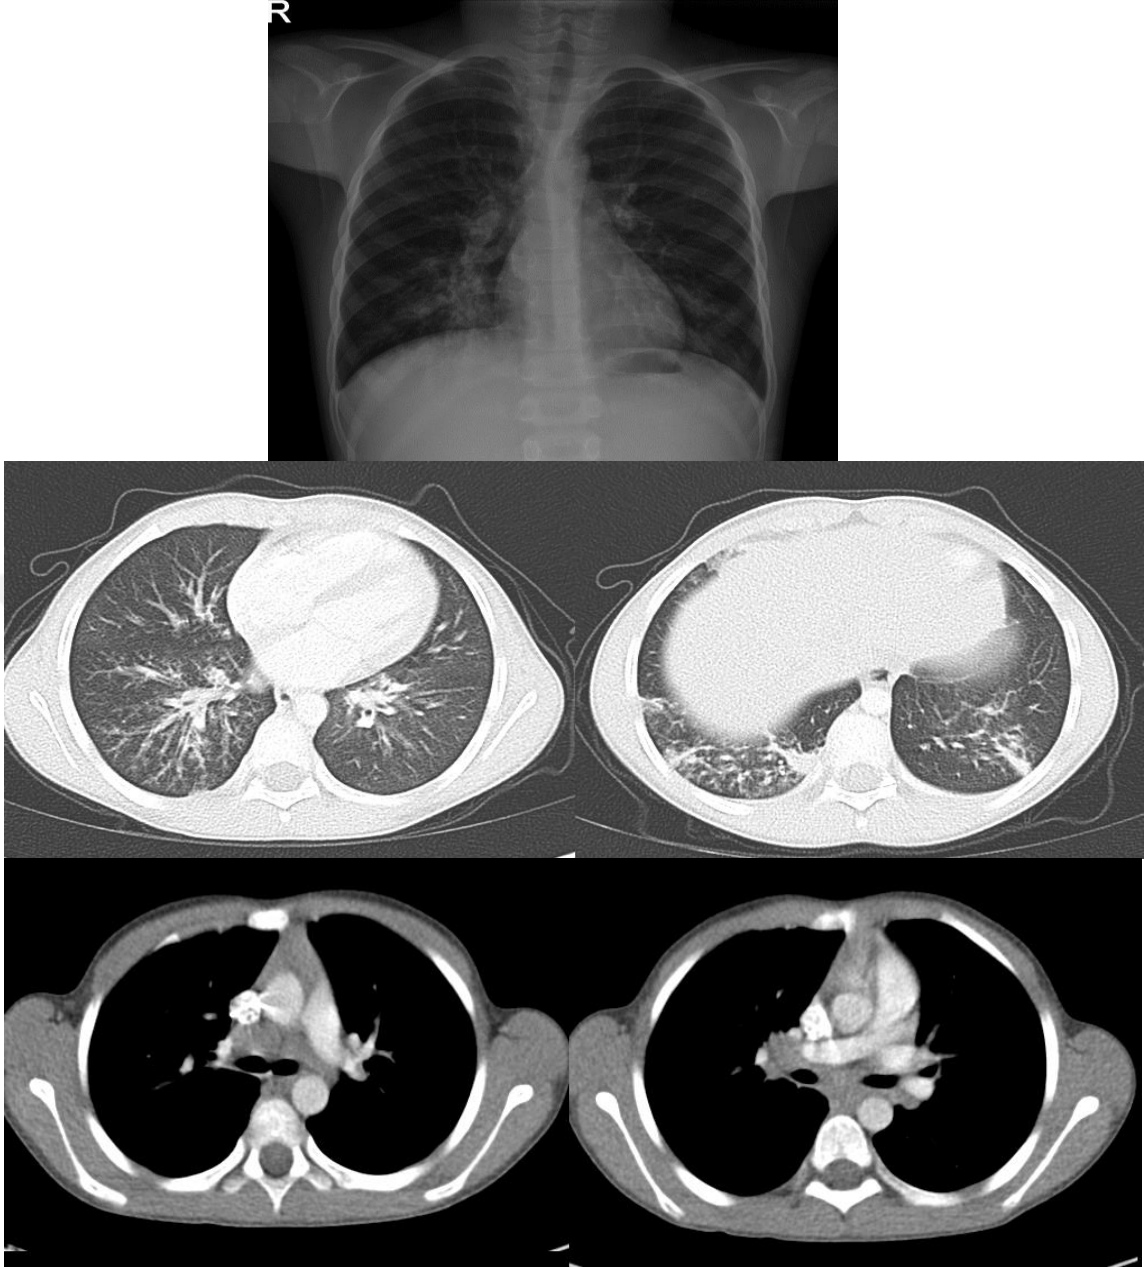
Pulmoner TB tanılı 17 aylık erkek olgunun röntgenogramında sağ paratrakeal çizgi geniş, sağ akciğer orta ve alt lob, sol akciğer üst lobda konsolidasyon ve alveolar örnek açısından anlamlı bulgular mevcut. Olgunun BT incelemesinde parankim penceresinde röntgenogram bulgularına ek olarak mozaik perfüzyon paterni mevcut, mediasten penceresinde; sağ paratrakeal, sağ hiler, prekarinal ve subkarinal LAM izleniyor.
